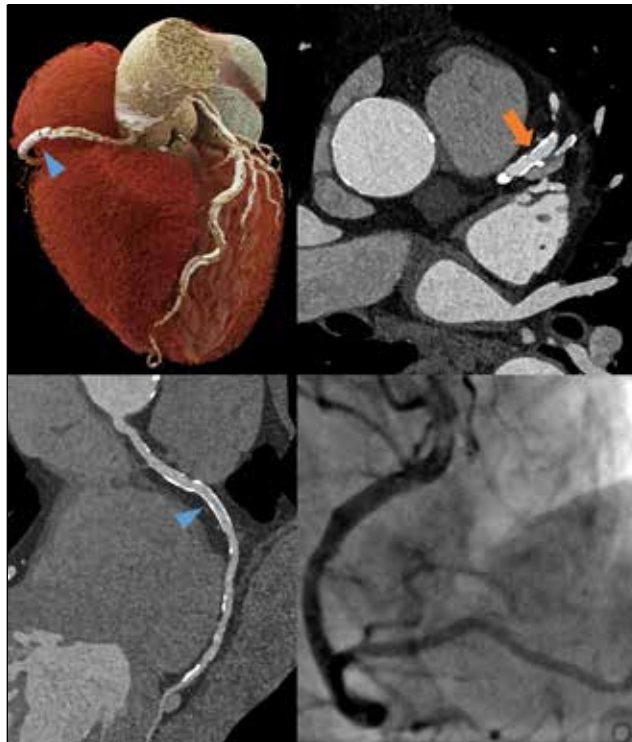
TAVI-Planungs-CT eines 85-jährigen Patienten mittels Ultra-high-resolution-PCCT. Trotz sehr schwerer Verkalkungen (Agatston Score 4162, orangener Pfeil) und einem Stent in der rechten Koronararterie (blauer Pfeil) gelingt eine diagnostische Koronarlumendarstellung und Ausschluss einer Koronarstenose.
